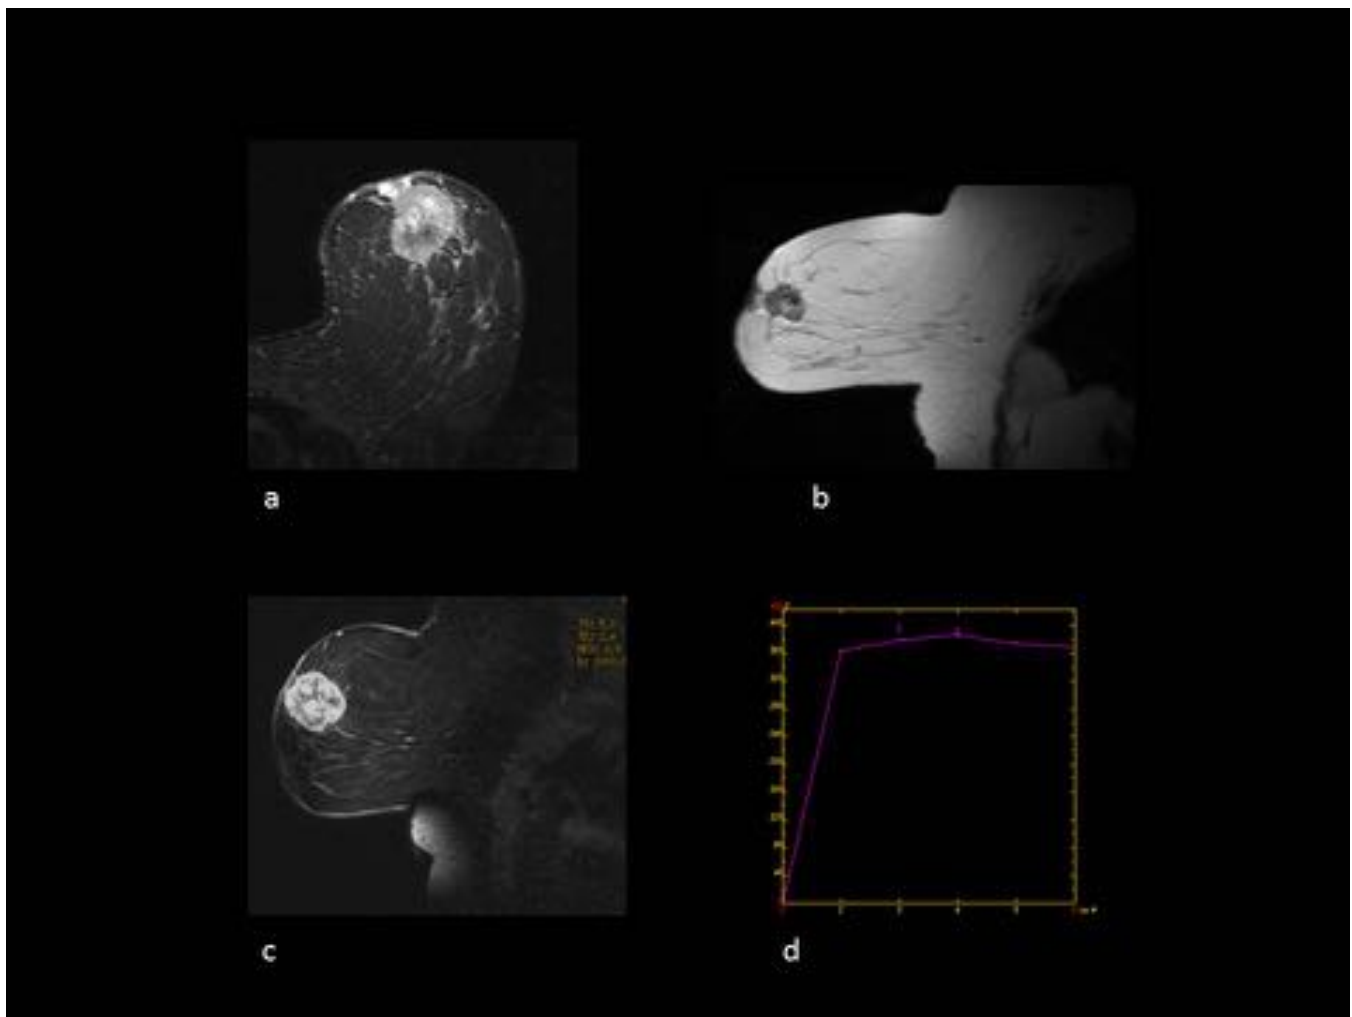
FIG 4. Cáncer de mama triple negativo en RM. a) Aumento de señal en imágenes STIR. b) Masa hipointensa con aumento de señal central en secuencia potenciada en T2. c) Realce heterogéneo de predominio periférico tras la administración de contraste en estudio dinámico. d) Curva de captación tipo 3 (realce intenso y lavado posterior).
